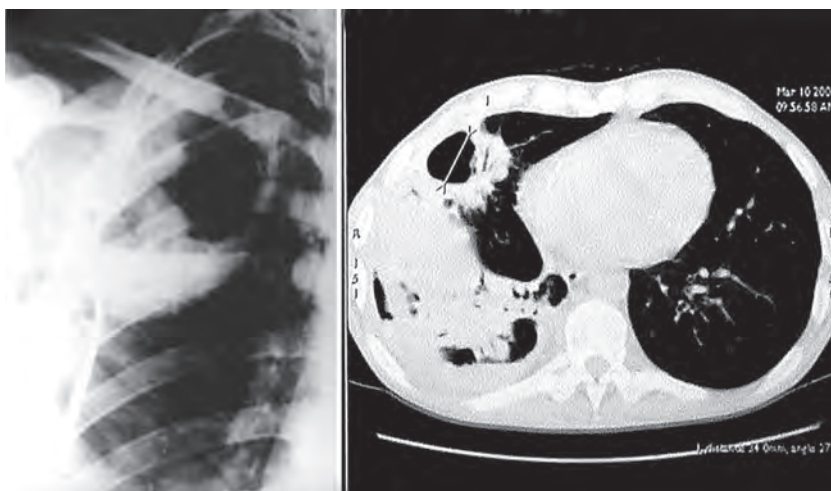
Абсцесс лёгкого (на рентгенограмме и компьютерной томограмме) у пациента с синдромом Андерсена
